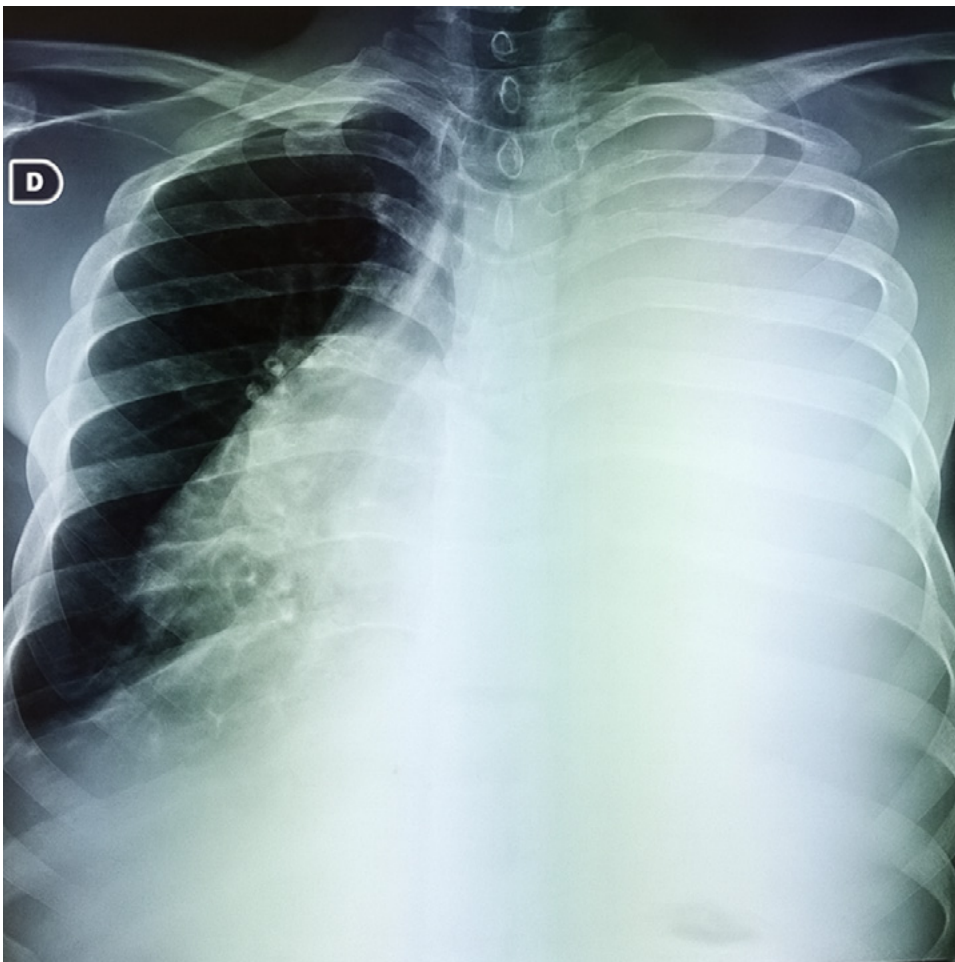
Radiographie thoracique de face montrant un épanchement pleural de grande abondance associé à une cardiomégalie
